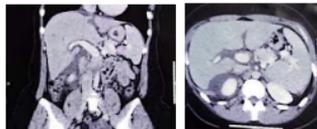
Tomografia computadorizada do abdome e pelve: veias hepáticas direita e esquerda com calibre reduzido, não identificando-se a veia hepática média com área de redução do calibre da porção superior veia cava intra-hepática.
